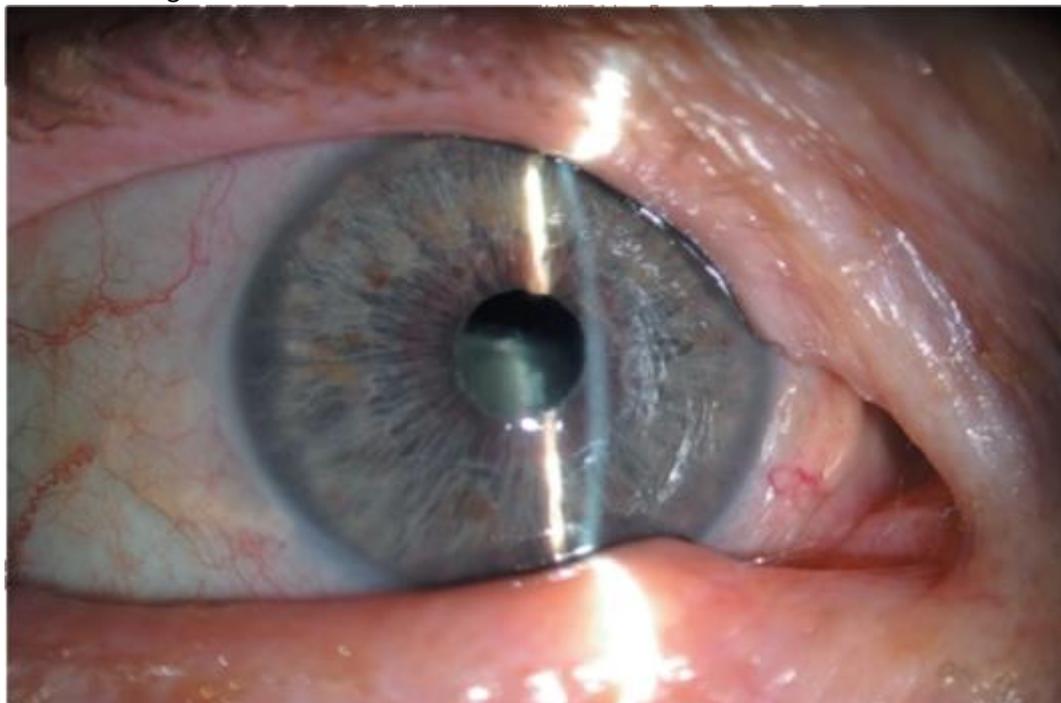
Состояние после контузии глазного яблока III степени. Дислокация хрусталика в стекловидное тело
